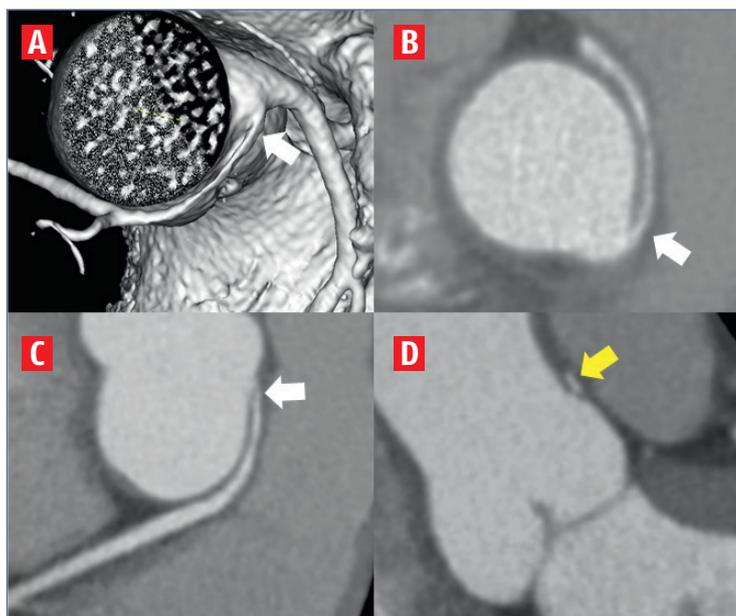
Images tomographiques d'une artère coronaire droite (flèche blanche) connectée dans le sinus gauche avec un trajet interartériel. A : rendu volumique ; B : coupe axiale ; C : reconstruction curviligne et avec aspect interartériel en fente (flèche blanche) évocateur d'un passage intramural aortique ; D : coupe sagittale.
